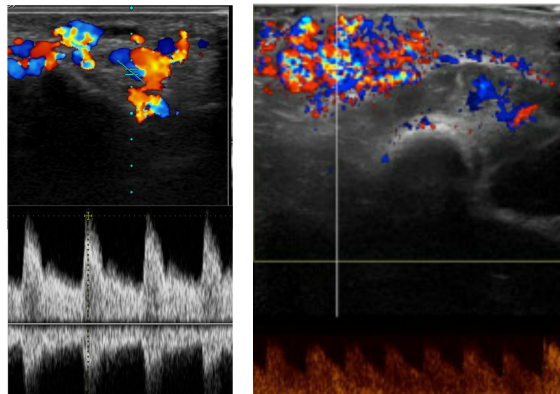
UL med Doppler viser Høj-flow i hhv. en finger AVM og et infantil hæmangiom.
